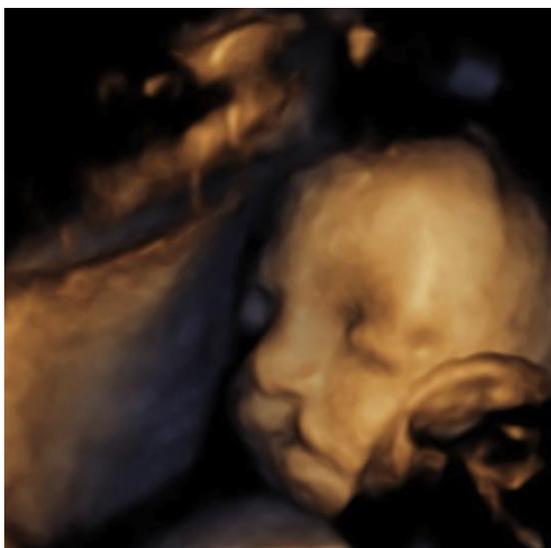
Imagen de ecografía 3D de un feto con labio leporino.
